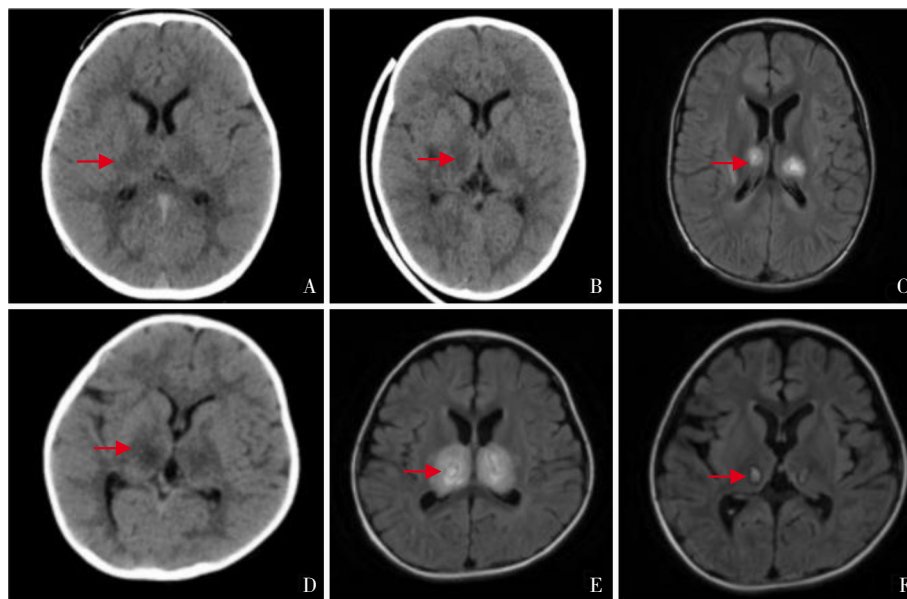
ANE患儿的颅脑影像学改变 A:女,1岁11个月,发热36 h,候诊过程中出现意识丧失,颅脑CT示双侧丘脑稍肿胀,可见对称性片状低密度影。B~C:男,2岁5个月,发热17 h,反复强直阵挛发作10余次,颅脑CT示双侧丘脑低密度影(B),病程7 d后MRI示双侧丘脑T₂加权快速反转恢复序列呈欠均匀高信号,丘脑损害呈椭圆形(C)。D~F:女,3岁1个月,发热2 d,反复强直阵挛发作10余次,意识障碍13 h,颅脑CT示双侧丘脑密度偏低(D),病程9 d颅脑MRI示双侧丘脑T₂加权快速反转恢复序列呈欠均匀高信号(E),病程25 d复查MRI示双侧丘脑高信号较前范围明显缩小,轻度脑萎缩(F)。箭头所示为病变部位。
